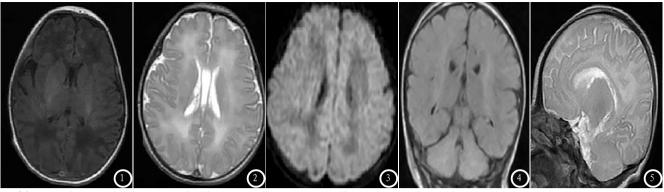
水合氯醛纳肛镇静麻醉后MRI成像图像。图1 T,WI横断位;图2 T,WI横断位;图3 DWI高b值图像;图4 T₂ FLAIR冠状位;图5 T,WI矢状位。
